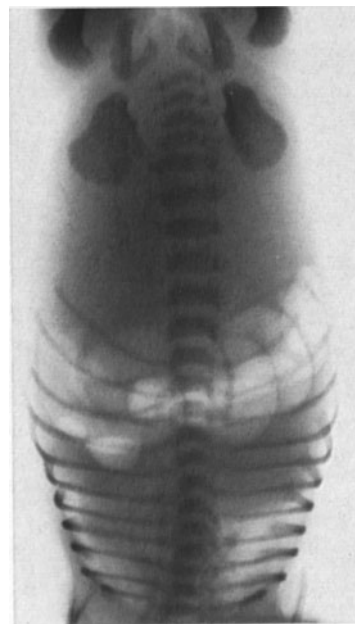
Abdomenleeraufnahme (hängend) eines 1 Tag alten Neugeborenen mit Meconiumileus (Röntgenabteilung des Kinderspitals Basel, Leiter PD.Dr. H. KAUFMANN)
